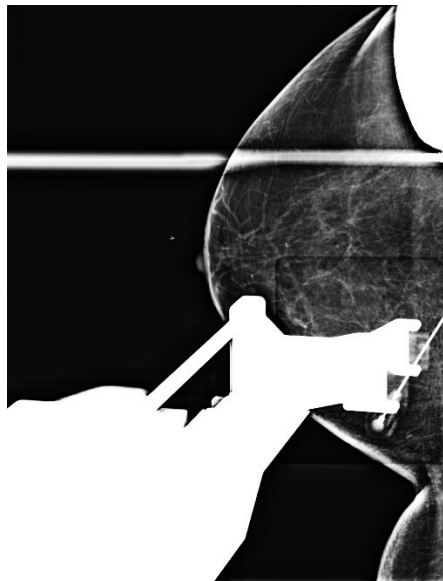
Immagini tomografiche sul piano assiale nella sede della lesione*
